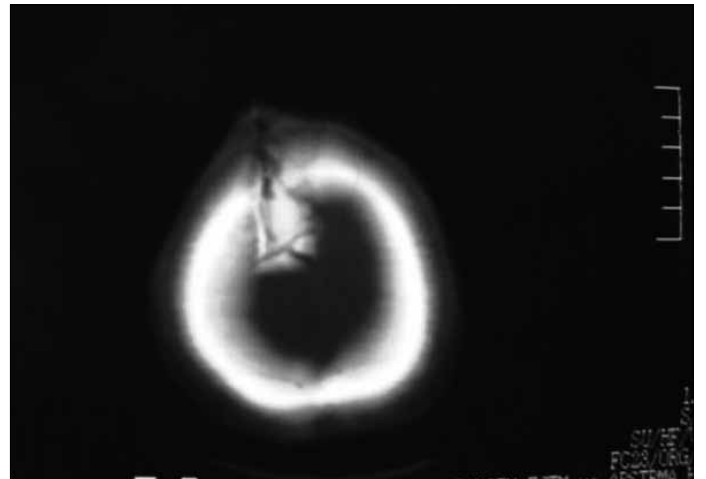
Birinci olgunun Kranial BT'sinde çökme kırığı ve altında belirgin hematom izlenmeyen parenkim
